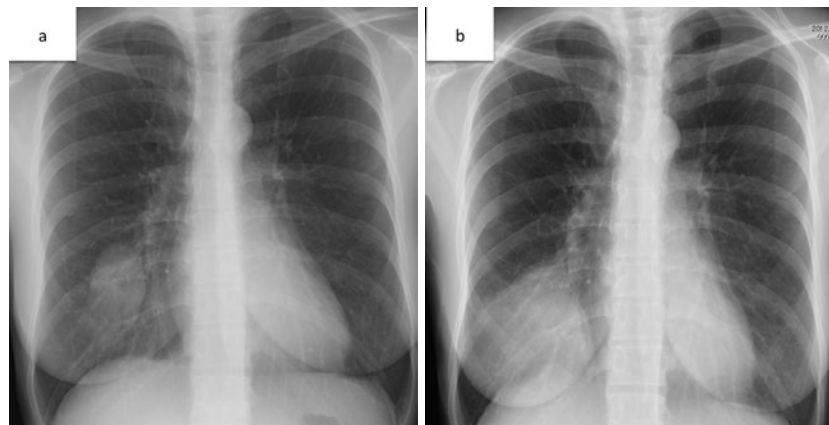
(a) A chest radiograph in March 2012 shows a mass in the right-lower lung field. (b) A chest radiograph on admission demonstrates rapid enlargement of the mass.
